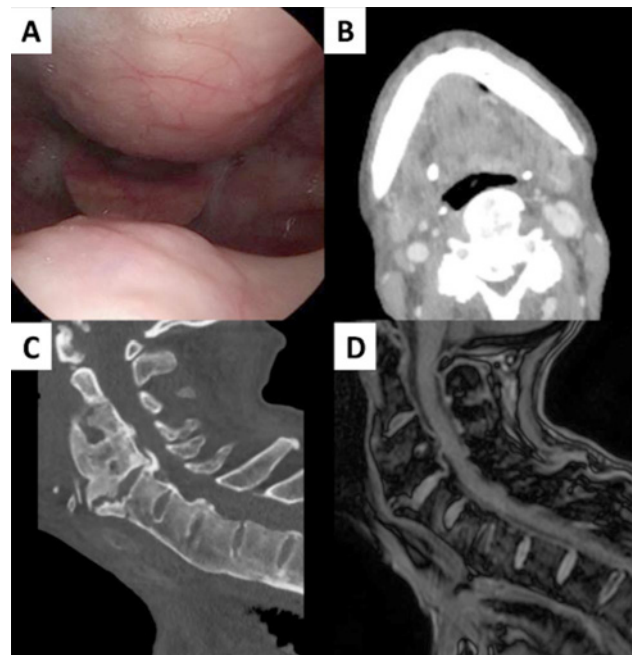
Imagen de fibrolaringoscopia (A): protrusión importante en la pared faríngea posterior desde rinofaringe hasta hipofaringe. TAC cervical en plano axial (B) y plano sagital (C), y RM en secuencia T2 (D), con hiperlordosis de columna cervical y una osteofitosis anterior cervical, más marcada en C4-C5-C6, que condiciona una protrusión en pared posterior faríngea paramedial izquierda.
